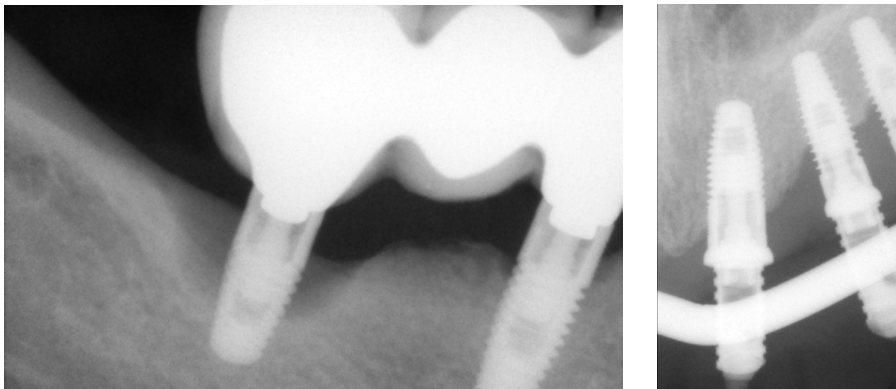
(esquerda) Radiografia periapical de peri-implantite grave no implante 46 e perda óssea ligeira no 44. Note-se a má relação coroa:raiz.
